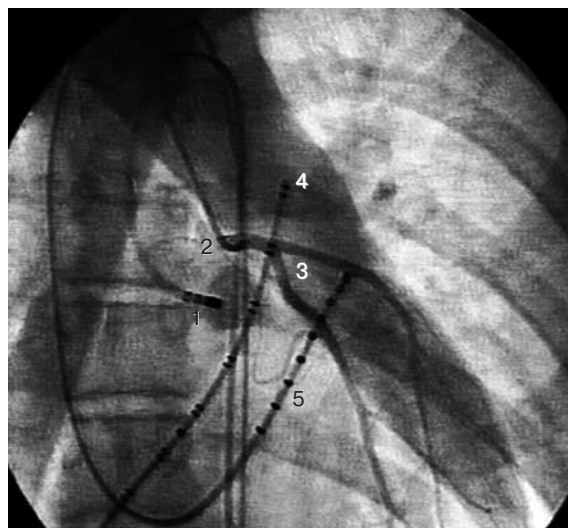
Позиционирование абляционного катетера в левом коронарном синусе аорты на безопасном расстоянии от устья левой коронарной артерии, определяемой при помощи одномоментной рентгеноконтрастной коронарографии: 1 – абляционный электрод; 2 – ангиографический катетер Judkins Left; 3 – ствол и основные ветви левой коронарной артерии; 4 – диагностический электрод в выводящем тракте правого желудочка; 5 – диагностический электрод в коронарном синусе
